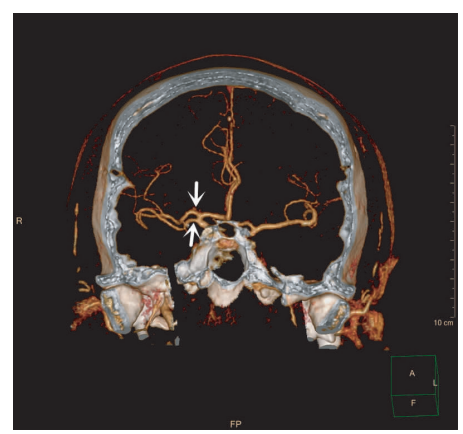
头颈部 CTA 示右侧重复大脑中动脉如箭头所示
